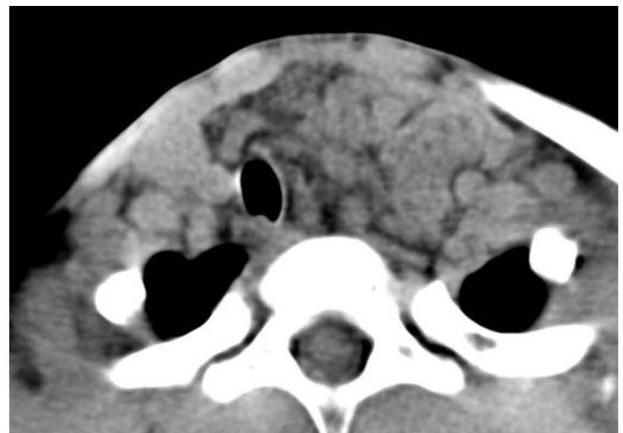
Neck CT scan. Mass contains fatty septa, and trachea is displaced without invasion.
